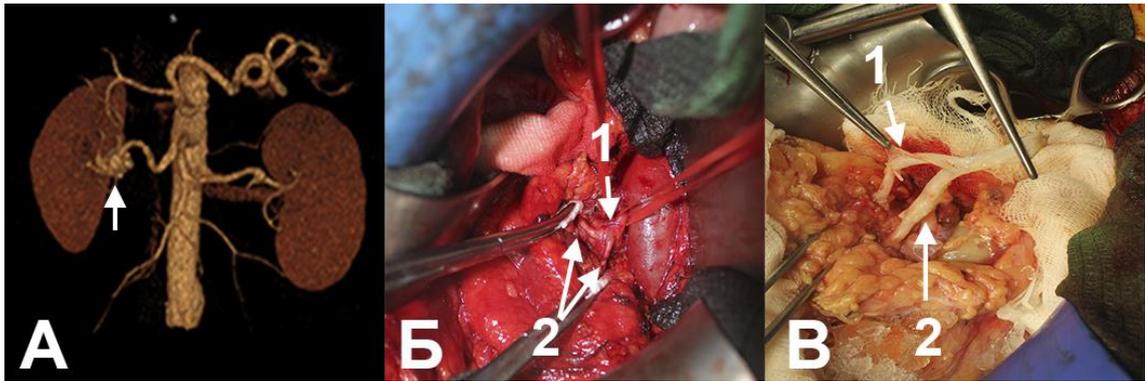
Компьютерная томография и интраоперационные фотографии больного аневризмой почечной артерии. А — 3D-реконструкция, стрелкой указана аневризма почечной артерии. Б — этап выделения артерий и аневризмы: 1 — аневризмы; 2 — сегментарные ветви. В — протезирование сегментарных ветвей аутовеной: 1 — протезированная аутовеной сегментарная ветвь имплантирована в аутовенозный протез; 2 — зона анастомоза аутовены с площадкой, содержащей три сегментарные ветви
